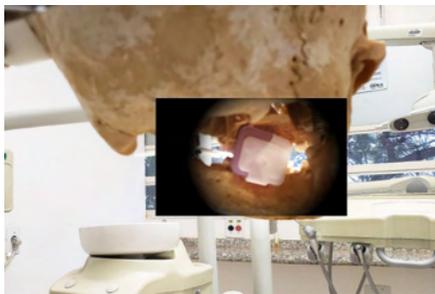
Nesta figura temos uma vista posterior do crânio macerado, com o conjunto posicionador+filme dentro da boca, possibilitando uma ótima visão da relação do conjunto com os dentes da região a ser radiografada.
